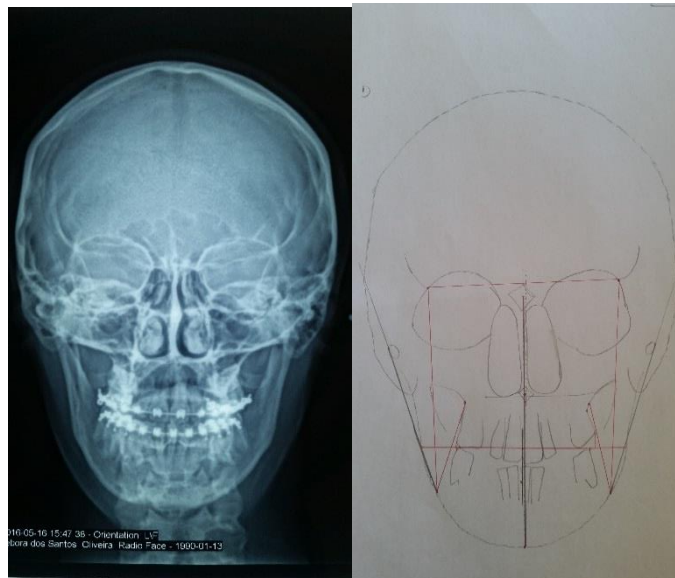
Telerradiografia Frontal e Análise de Ricketts
